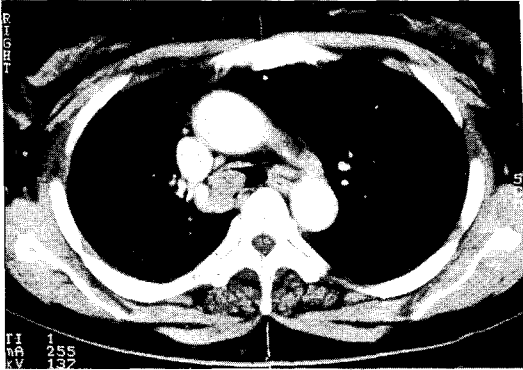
Chest CT showed about 1.5×3 cm sized well demarcated homogenous increased density at right lower tracheal wall just above the carina.
